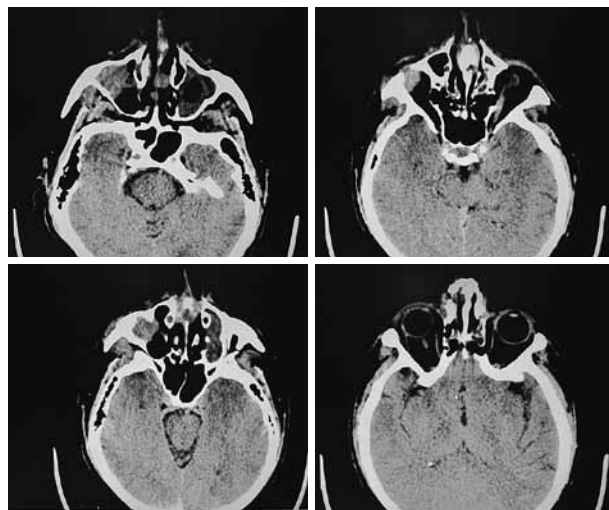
Компьютерно-томографическая картина опухоли полости носа с ограниченным поражением слизистой оболочки правой половины полости носа
